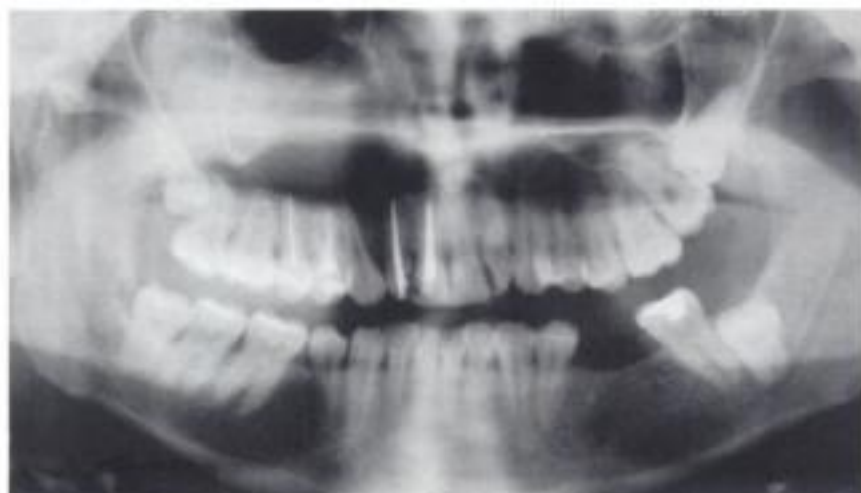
Radiografía panorámica con tratamiento de conductos previa a la resección mucosa del antro.
